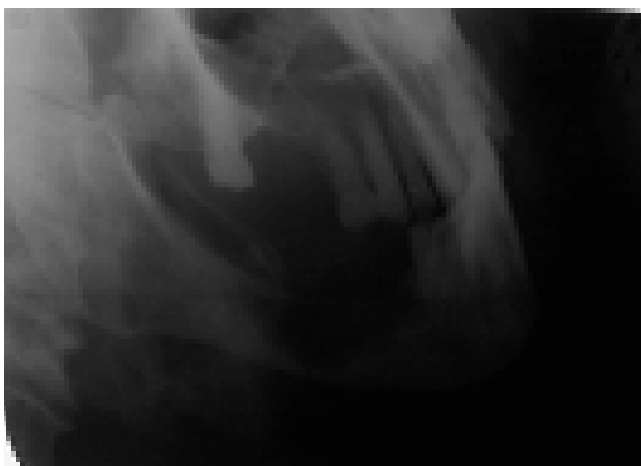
Внеротовая рентгенограмма нижней челюсти справа в боковой проекции. Остеолитический метастаз рака молочной железы в нижнюю челюсть
